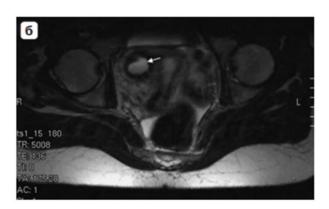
Однорогая матка. а — коронарная МРтомограмма, Т2ВИ: у правого ребра матки визуализируется структура с полостью, выстланной эндометрием, рудиментарный рог (стрелка). Рог не связан с основной полостью матки и опорожняется через маточную трубу; б — аксиальная МРтомограмма, Т2ВИ: в миометрии правой половины матки определяется округлая замкнутая полость рудиментарного рога с функционирующим эндометрием (стрелка). Наружный контур матки не изменен.
